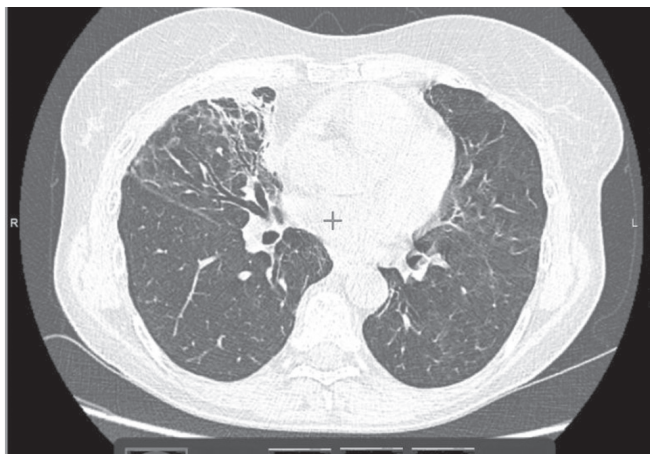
КТ пациентки Л. В средней доле справа цилиндрические бронхоэктазы, на фоне неоднородного утолщения междолькового интерстиция множественные равновеликие участки «матового стекла». Справа парамедиастинально участок консолидации паренхимы
